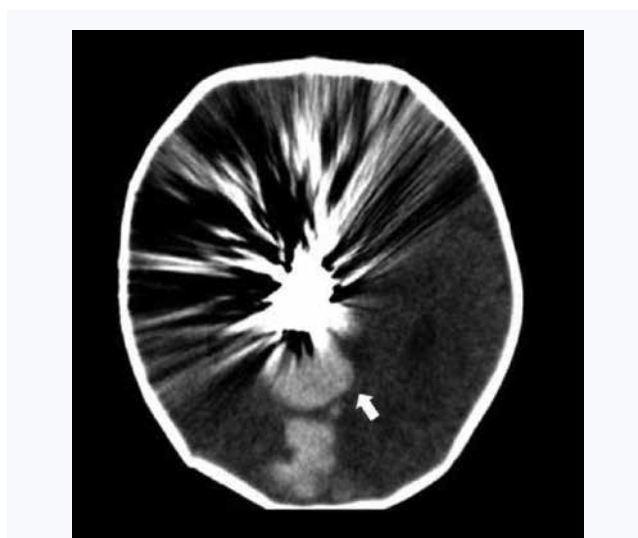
Мультиспиральная компьютерная томография головного мозга, выполненная через 4 дня после оперативного вмешательства. Стрелкой обозначена тромбирующаяся дренирующая вена
